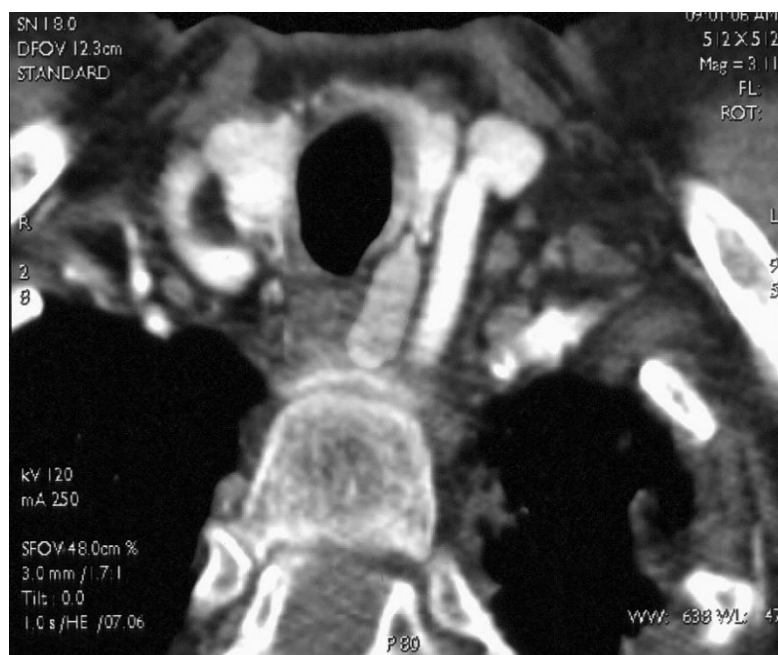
МСКТ шеи с к/у. Позади левой доли ЩЖ, между просветом трахеи, пищевода и тела позвонка определяется мягкотканная структура (41 едН). При в/в усилении образование активно накапливает контрастное вещество с градиентом в артериальную фазу более 150 едН
